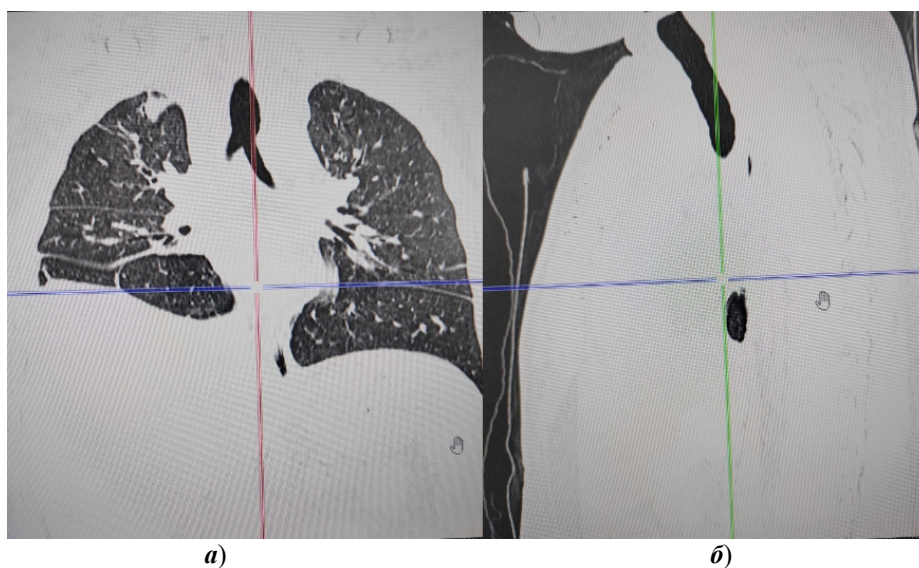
Спиральная компьютерная томография от 11.04.2024 органов грудной клетки в прямой (а) и боковой проекциях (б)
